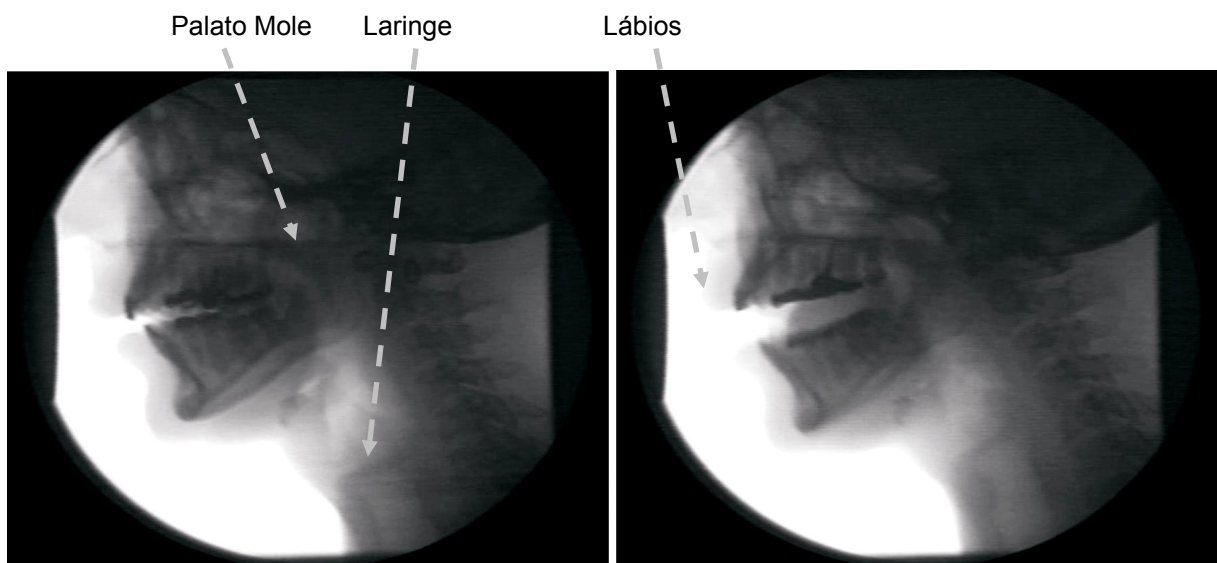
Imagens representativas dos ajustes supralaríngicos para o movimento melódico do trecho 01 (sujeito CT3). A primeira imagem mostra o posicionamento da laringe, língua, palato mole, mandíbula e lábios no início do movimento melódico do trecho 01, enquanto a segunda imagem na parte mais aguda, Ré₅ (587 Hz), do mesmo movimento.
